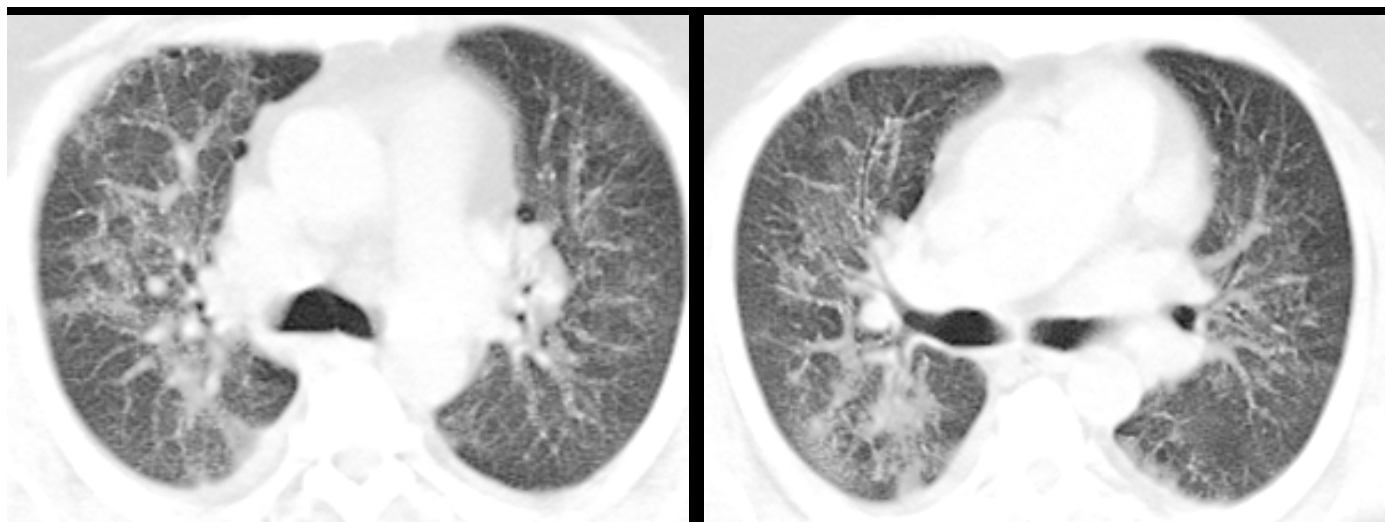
(cas N°11) : TDM thoracique, coupes axiales, en fenêtre parenchymateuse
